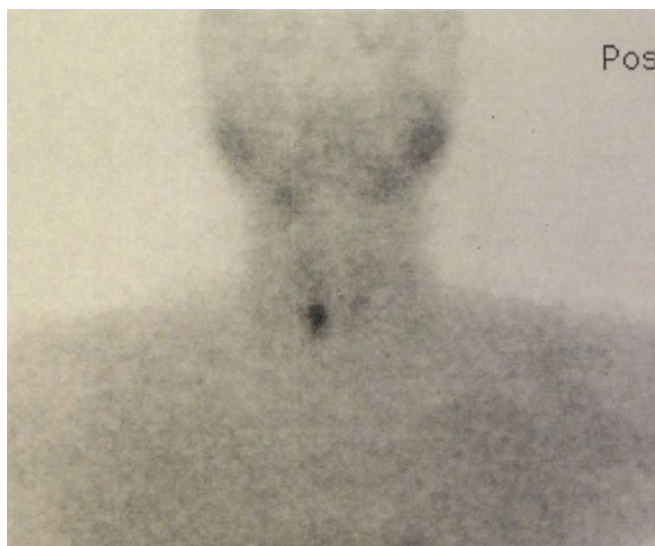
Сцинтиграмма (паратиреоидная фаза)
